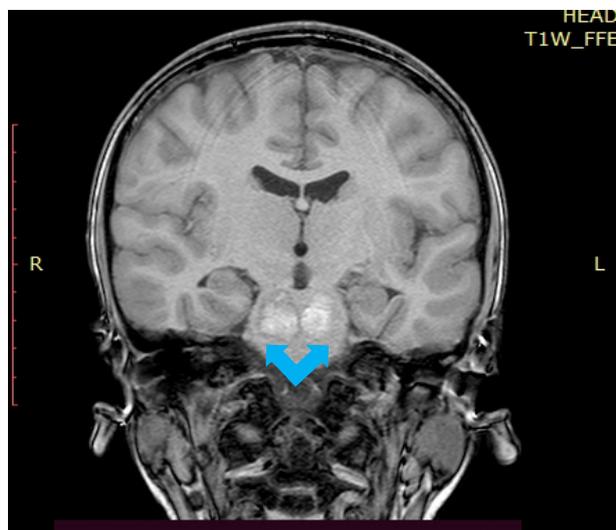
МРТ головного мозга с контрастным усилением 15.03.2022.
